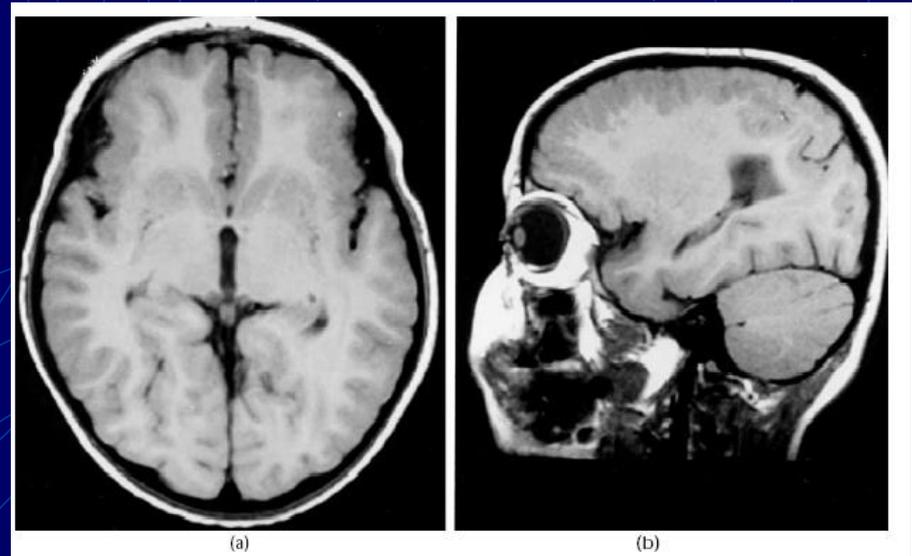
T1-weighted (a) axial (TR = 675 ms, TE = 14 ms) and (b) parasagittal (TR = 510 ms, TE 15 ms) MR images show thick cortex and multiple small, irregular gyri and sulci with a festoon-like appearance of the cortical-subcortical junction in the frontoparietal area. The temporal and occipital lobes are well preserved.
